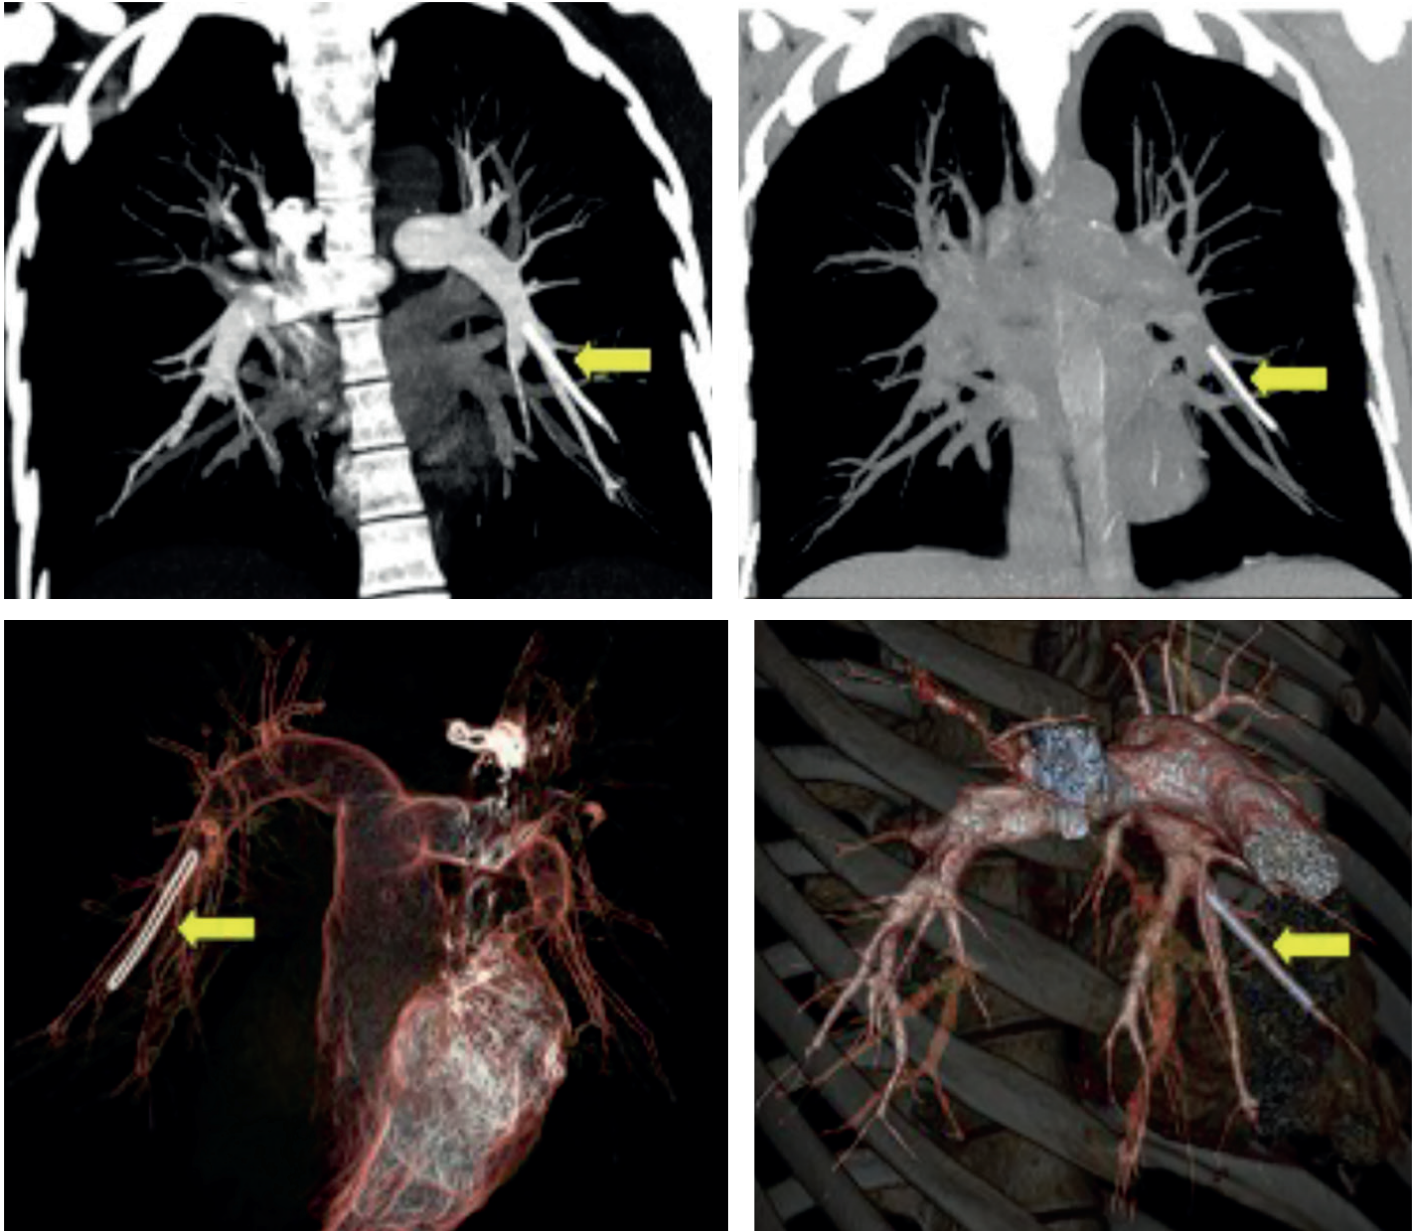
Angiotomografía computada multicorte de tórax con contraste intravenoso y con reconstrucción volumétrica del corazón y ramas de arterias pulmonares, marcada con flechas una imagen lineal de disposición longitudinal en una rama segmentaria inferior de la arteria pulmonar izquierda.
